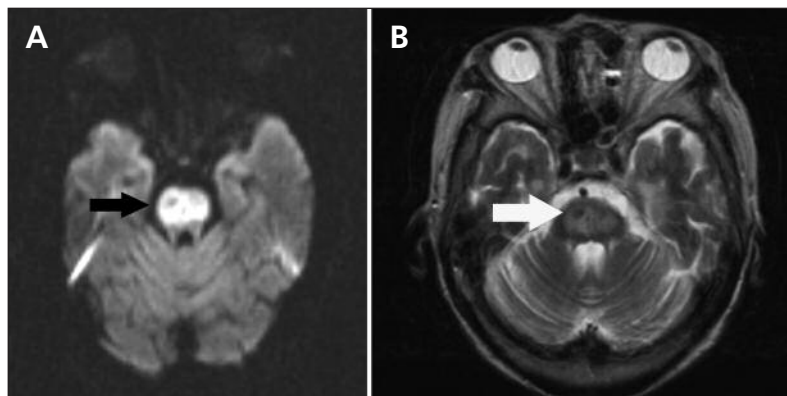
Images par résonance magnétique du cerveau d'une femme de 77 ans atteinte de myélinolyse centropontine montrant une lésion hyperintense de la protubérance annulaire (flèche) avec épargne des voies ventrolatérales et corticospinales sur une image pondérée en T2 (A) et un signal d'hyperintensité dans la zone correspondante (flèche) sur l'IRM de diffusion (B).
